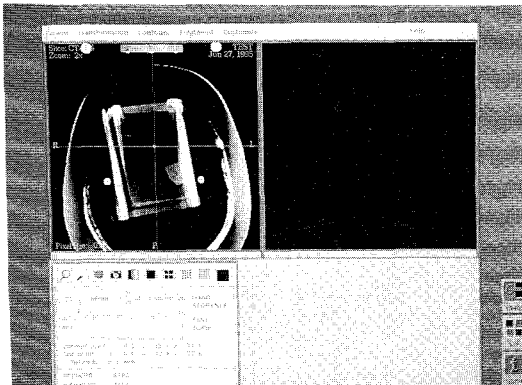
가는 칩의 끝에 필름이 뚫린 가상적 표적점을 방사선수술컴퓨터로 획득한 영상.
